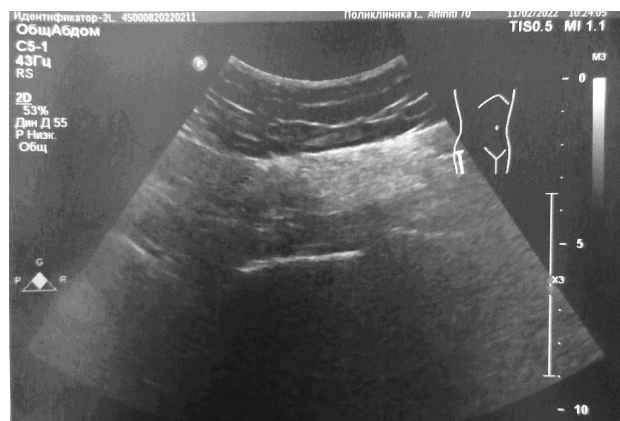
Пациентка П. после пункции гематомы под УЗИ-контролем
